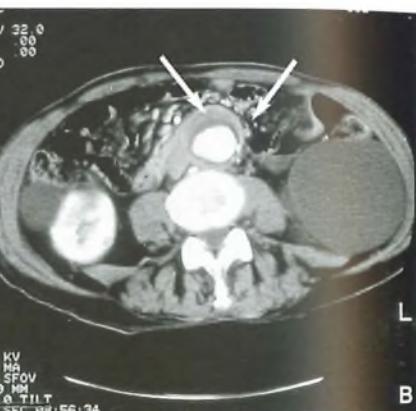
Tomografia assiale computerizzata del mediastino. Aneurisma dell'aorta ascendente: si può notare lo scollamento della parete anteriore.
